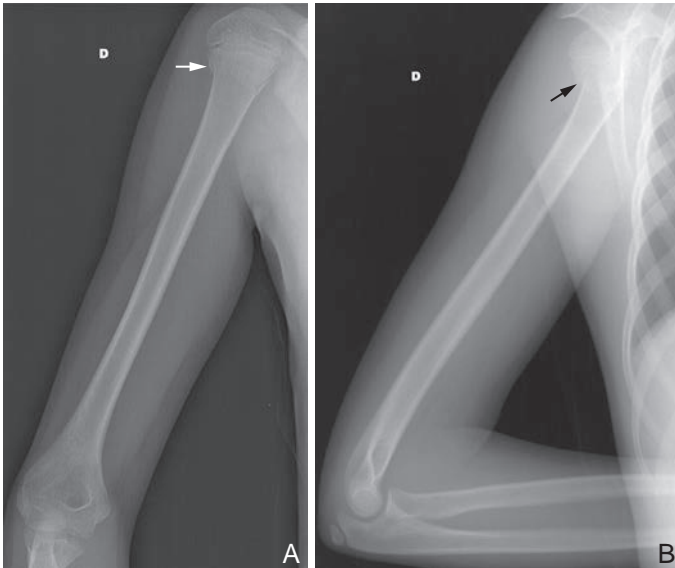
Radiographies d'humérus, de face et de profil chez une fille de 10 ans montrant une fracture de la métaphyse proximale (flèche).
